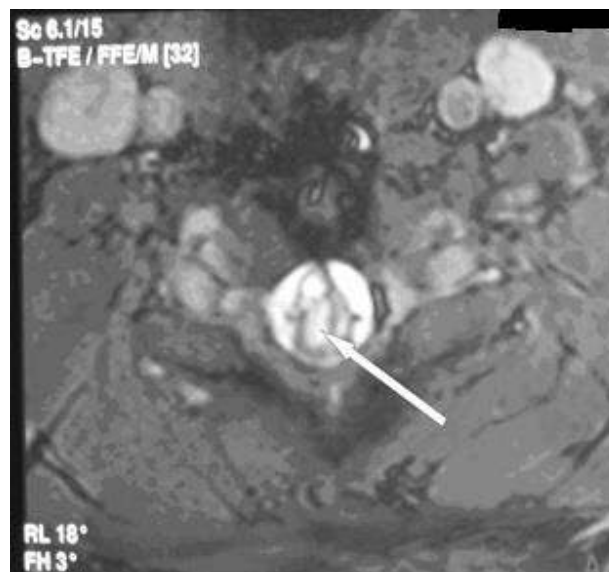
МРТ шейного отдела позвоночника и спинного мозга (10.2015)
